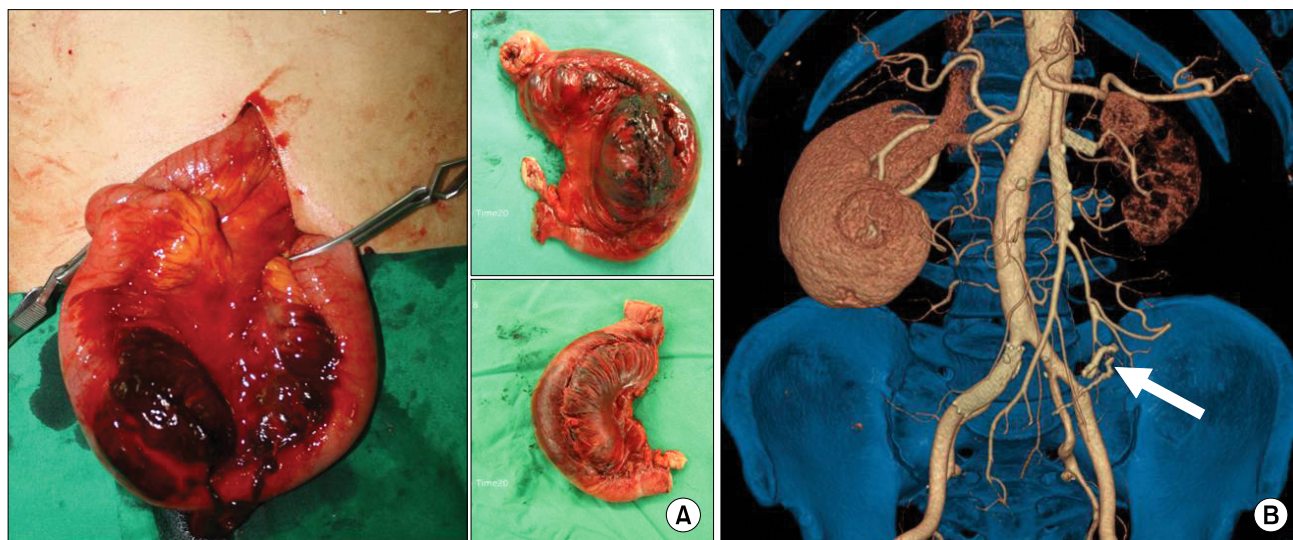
(A) Intraoperative finding. A 150 cm distal area of Treitz ligament showed mesenteric tear with hematoma and focal bowel ischemia. (B) The follow-up CT angiogram shows complete recanalization of SMA and stapler ring on site of end-to-end anastomosis (white arrow).
